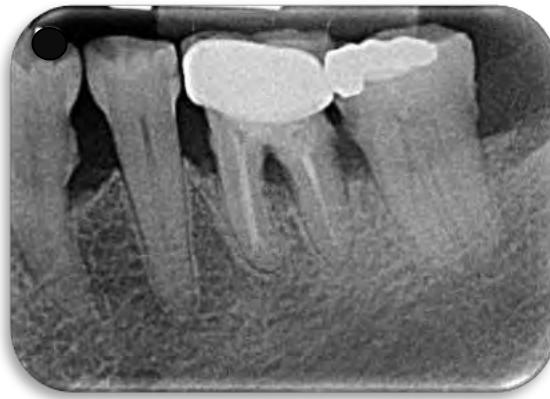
Defecto tipo cráter. Fuente directa: radiografía proporcionada por el Departamento de Imagenología de la F.O. UNAM.
